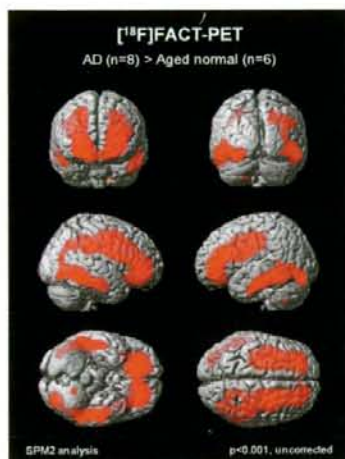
^{18}F FACT PET 画像の SPM 解析
